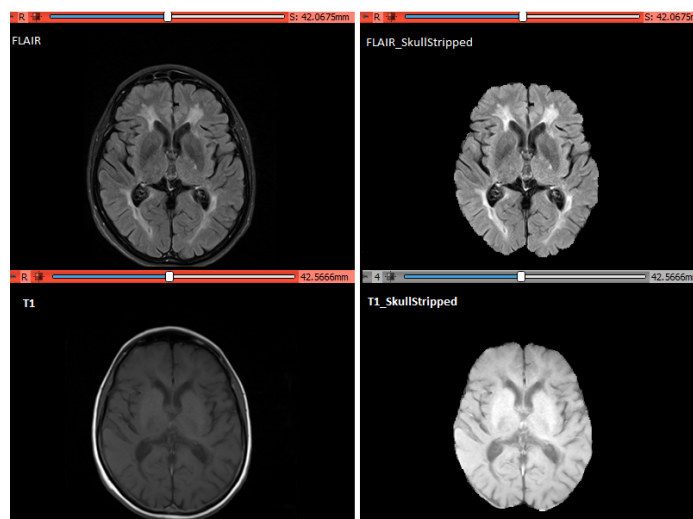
Cortes das sequências FLAIR e T1 antes e após a extração do encéfalo .
